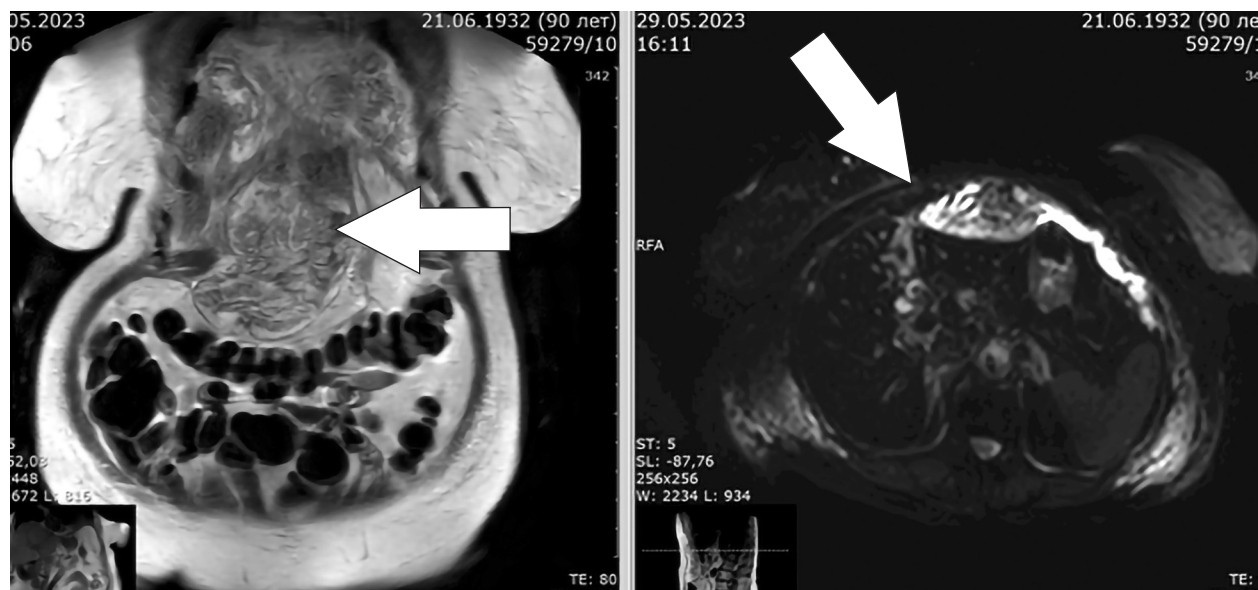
МРТ брюшной полости. Инфильтрат круглой связки печени. Признаки септического коллектора в режиме DWI
